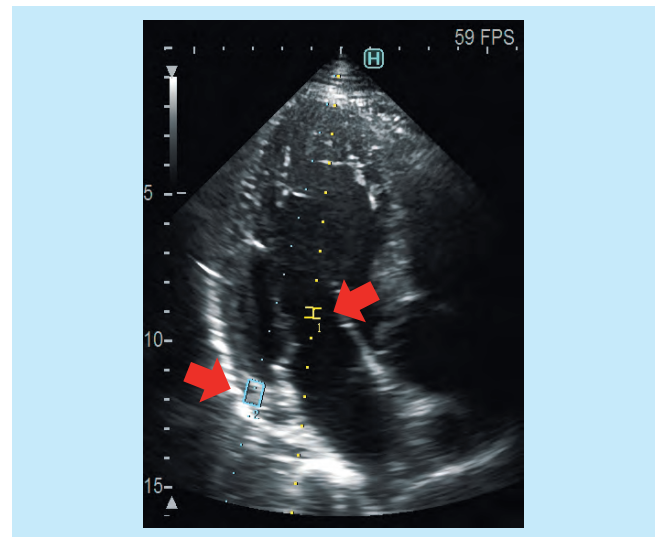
Dual Gate Dopplerにおけるサンプルゲート位置の自動設定
